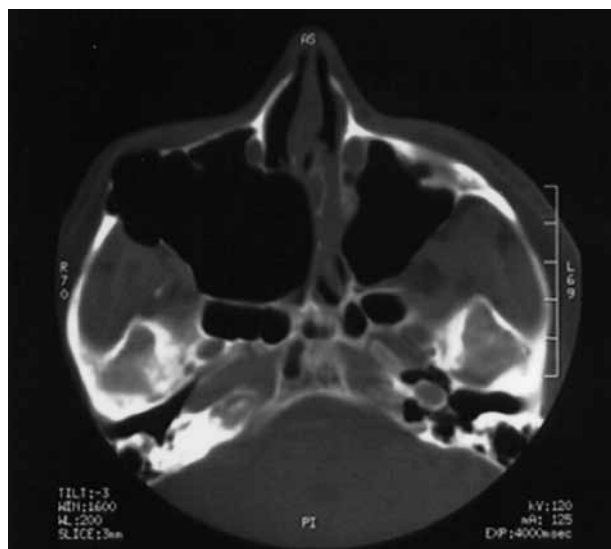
Aksial CT, der viser en abnorm udvidelse af den højre kæbehule, som strækker sig ind i cavum nasi og i sinus sphenoidalis.
